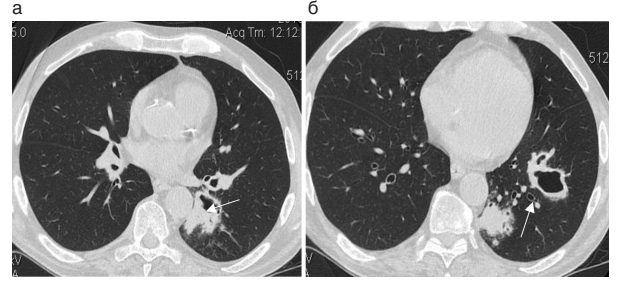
МСКТ органов грудной клетки. В нижней доле левого легкого визуализируются участок инфильтрации с полостью распада (а) и солидный узел с распадом (б).
